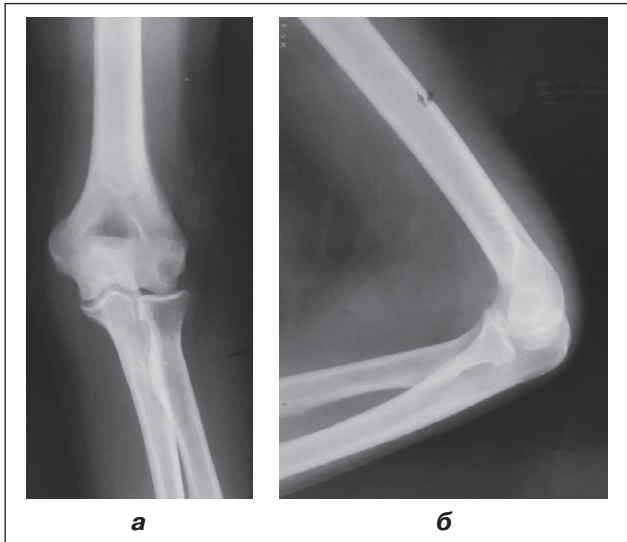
Фотовідбитки рентгенограм хворої К. з метастатичною пухлиною дистального відділу плечової кістки
